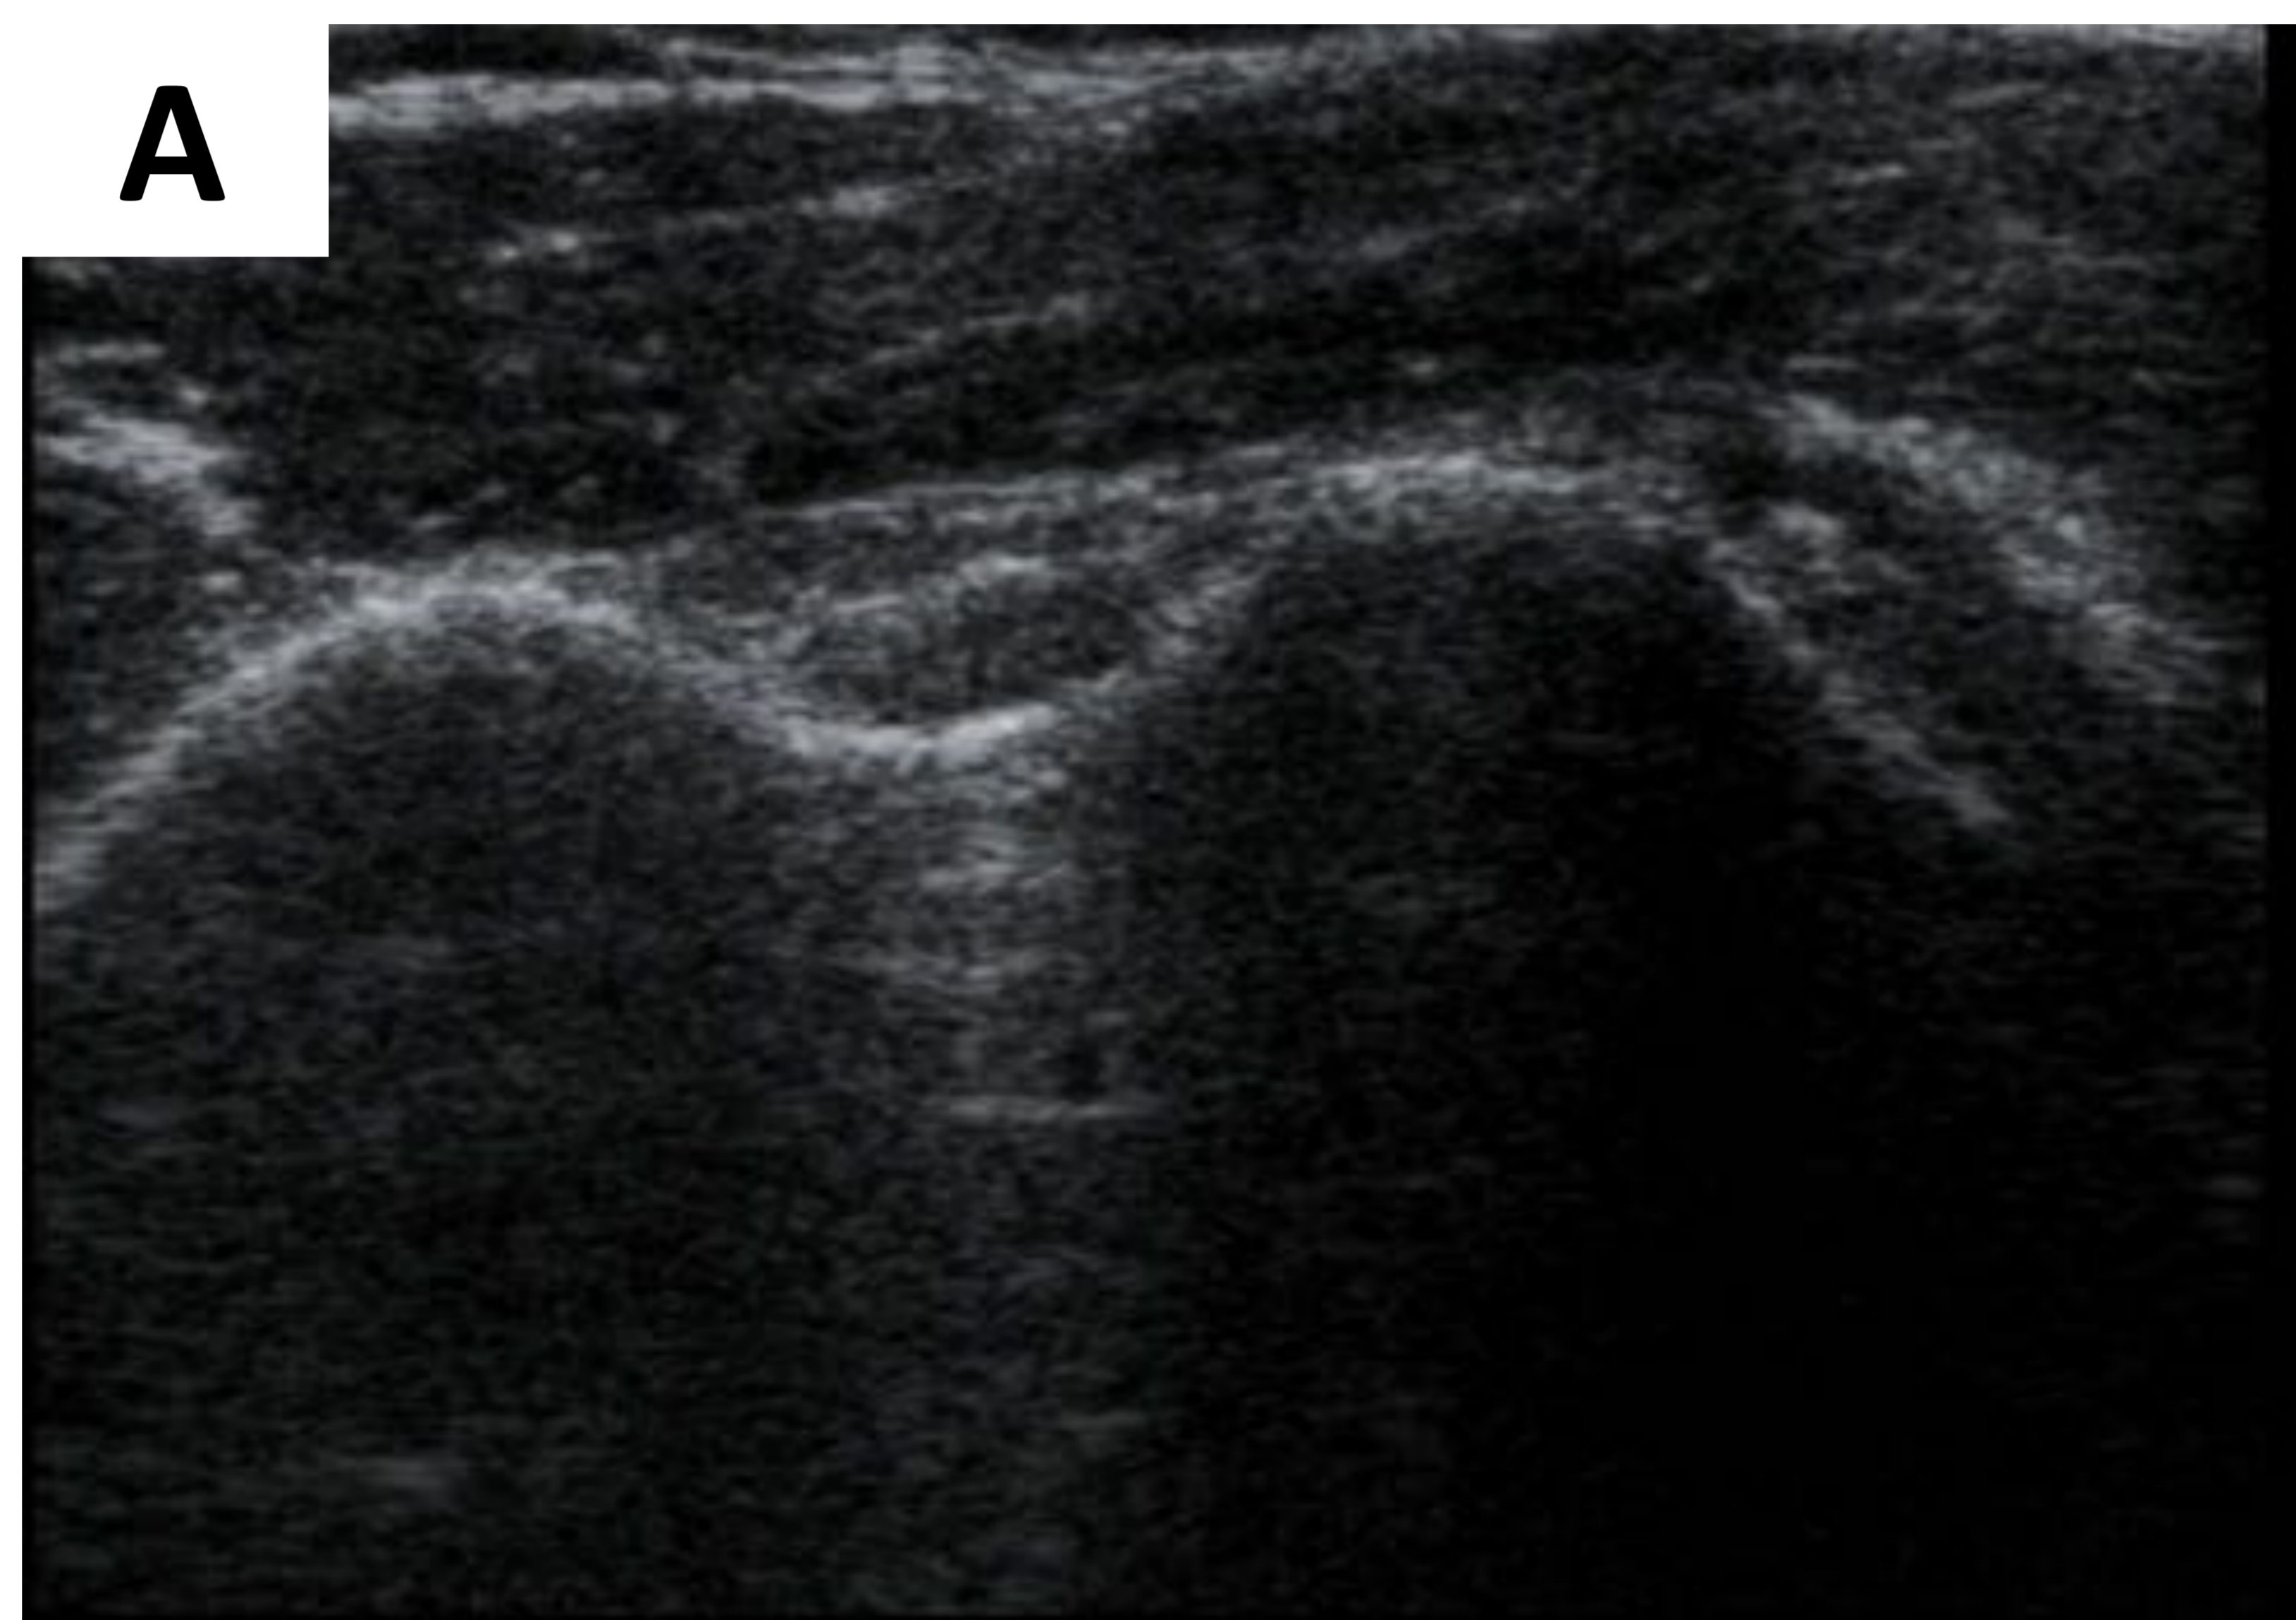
Ambas imágenes están realizadas en el mismo paciente a nivel de la cabeza humeral derecha, en plano axial. En la imagen (A) al incidir el haz de ultrasonidos con cierta angulación, no se visualiza correctamente la porción larga del tendón del bíceps, apareciendo en dicha imagen una “falsa” impresión de corredera bicipital vacía. Al rectificar dicha posición y situar el transductor de forma más perpendicular (imagen B), puede observarse como el tendón se presenta más hiperecogénico y se visualiza dentro de su corredera. Referencia: HGUCR
